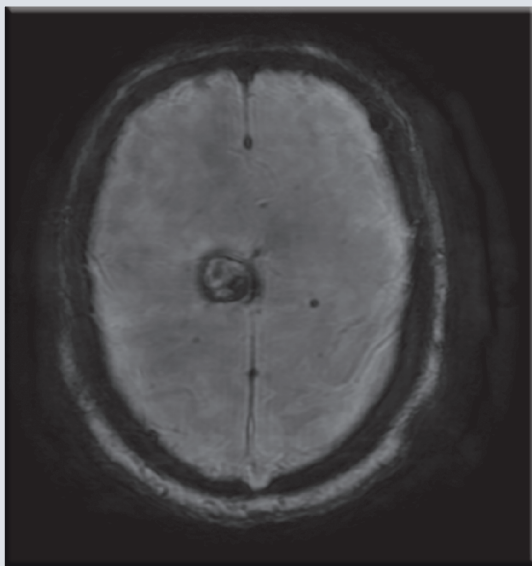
Imagen de tomografía con reconstrucción en máxima intensidad de proyección, corte sagital que muestra las zonas de hemorragia nodular intraparenquimatosas en el lóbulo frontal derecho.
